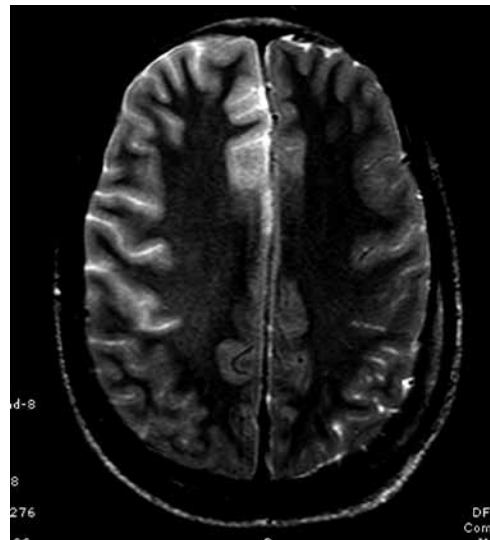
Resonancia magnética, secuencia con información en T2 con aumento de la señal cortical frontoparietal derecha.
